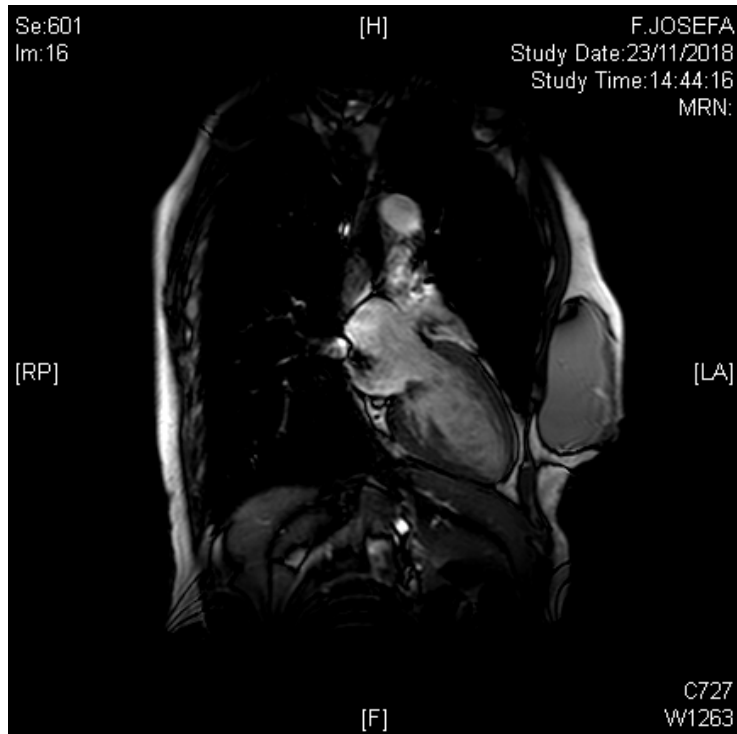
Resonancia magnética cardíaca
